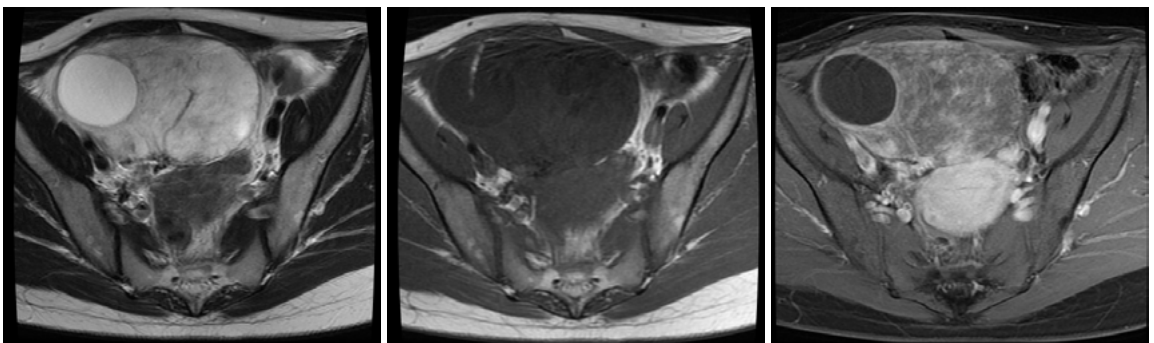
MRI 左:T2強調像,中央:T1強調像,右:脂肪抑制造影T1強調像
